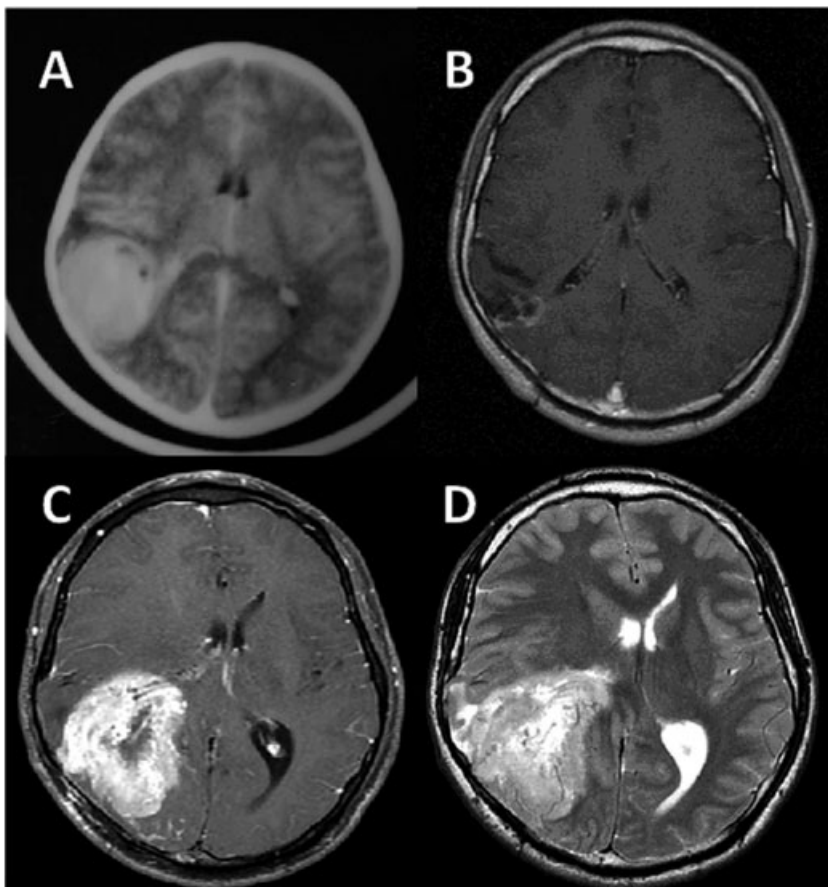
Axial CT and MRIs. (A) Contrast-enhanced CT image at the onset showing a hemorrhagic mass within the right temporal lobe. (B) On a gadolinium-enhanced T1-weighted image (Gd-T1WI) when the patient was 22 years old, slight enhancement around the surgical cavity remained unchanged. (C) Gd-T1WI at recurrence shows a solid heterogeneously enhanced mass that is 7×5 cm in size in the same region. (D) On the T2-weighted image at recurrence, surrounding edema is limited despite the volume of the tumor.
